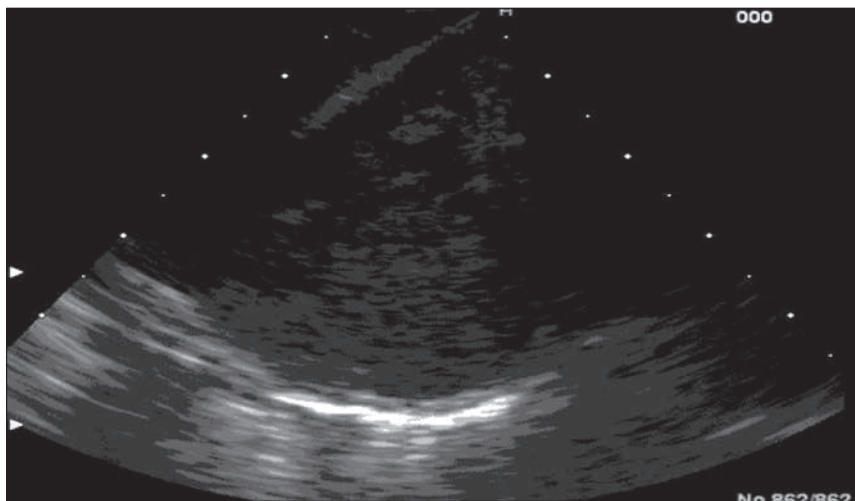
Imagen ultrasonográfica de la punción aspirativa transbronquial de una adenopatía subcarinal con una aguja de 22 gauge. Obsérvense el aspecto granular y la buena definición de los bordes ganglionares.
